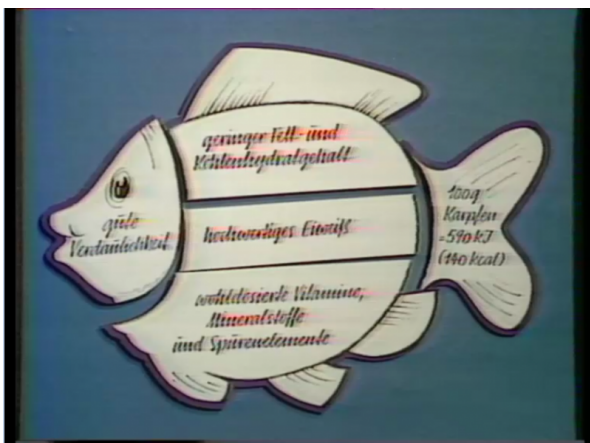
Magnetbild eines Karpfens aus HAPS Folge vom 17.01.1984 (TC: 10:14:56).
